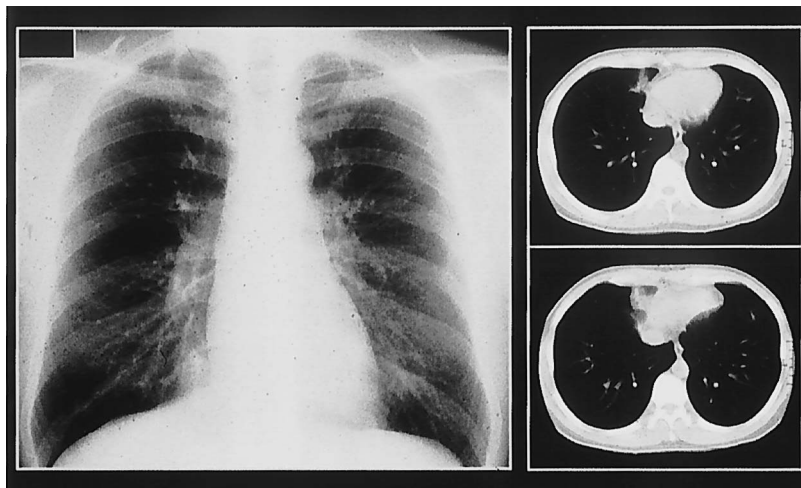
Chest radiography and CT of case no. 4, a 34-years-old man, admission October 18, 1999.
